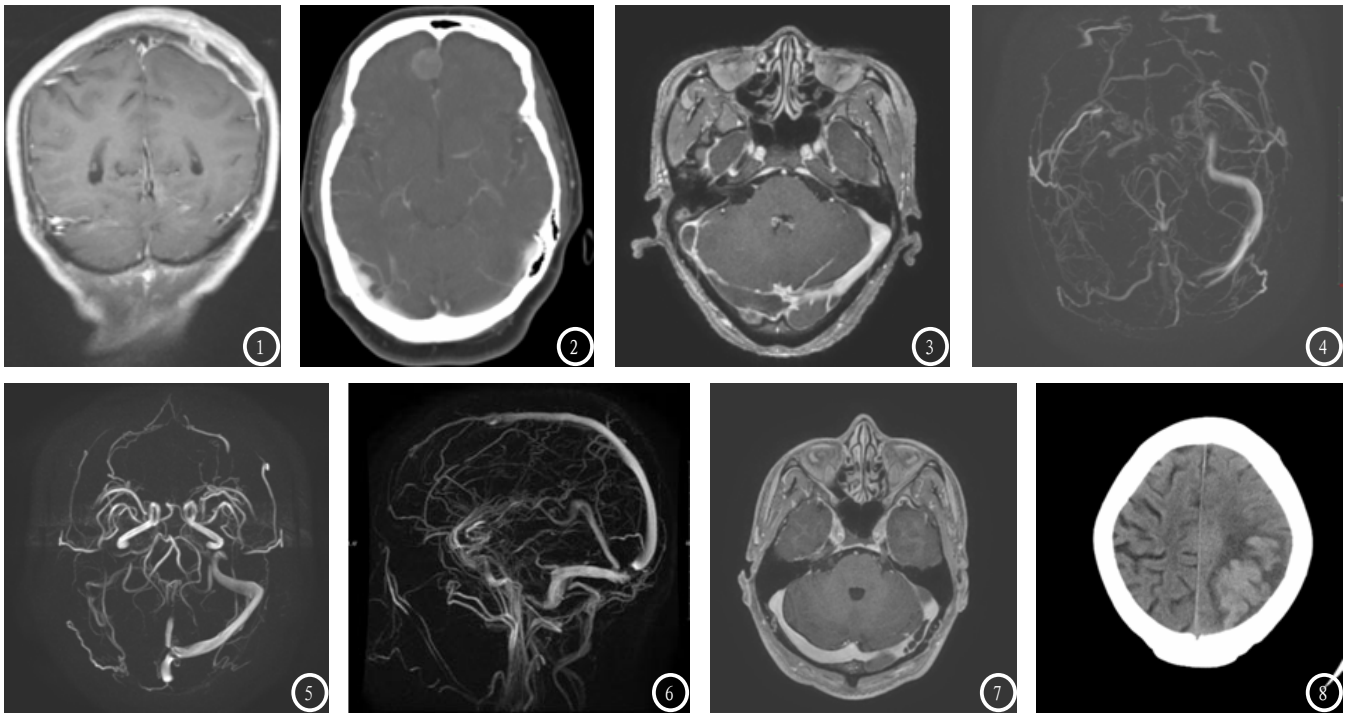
上矢状窦血栓MRI。图2 右侧横窦、乙状窦血栓CT。图3-4 右侧乙状窦、横窦及窦汇血栓MRV。图5-6 右侧乙状窦、横窦、窦汇及部分上矢状窦血栓MRV。图7 左侧横窦、乙状窦血栓。图8 上矢状窦血栓所致静脉性脑出血CT。
